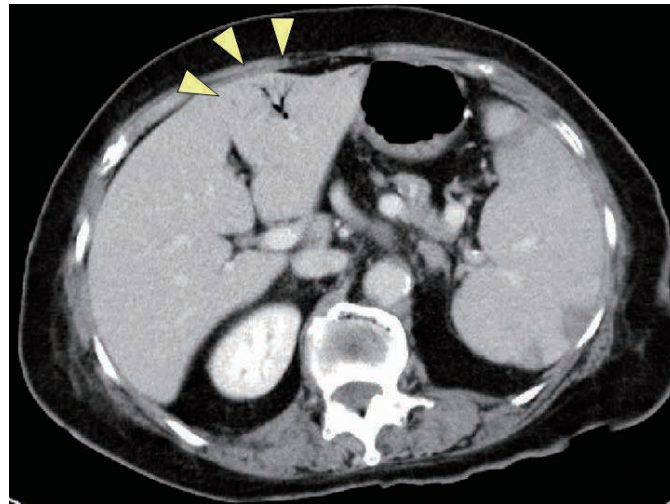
Computed Tomography (CT) shows presence of gas in the hepatic portal vein (arrow head).
